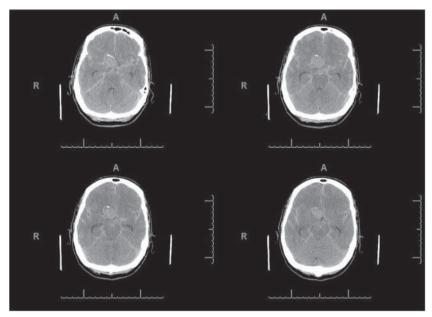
TC axial de crânio sem injeção de contraste evidenciando presença de sangramento cisternal com imagem hiperdensa (sangue) desenhando as cisternas basais.
